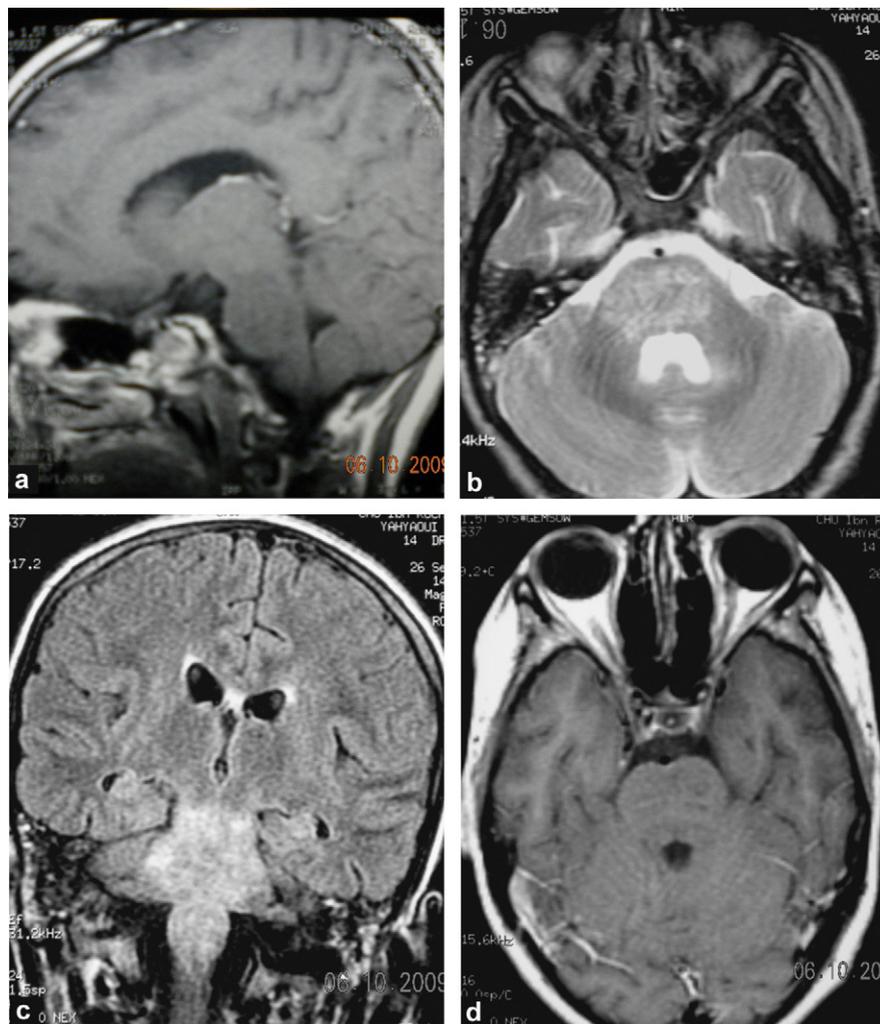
Hyposignal T1 et hypersignal T2 et FLAIR intéressant tout le tronc cérébral sans élargissement ni rehaussement anormal après injection de gadolinium : a : séquence sagittale T1 ; b : séquence axiale T2 ; c : séquence coronale FLAIR ; d : séquence axiale T1 + C.
